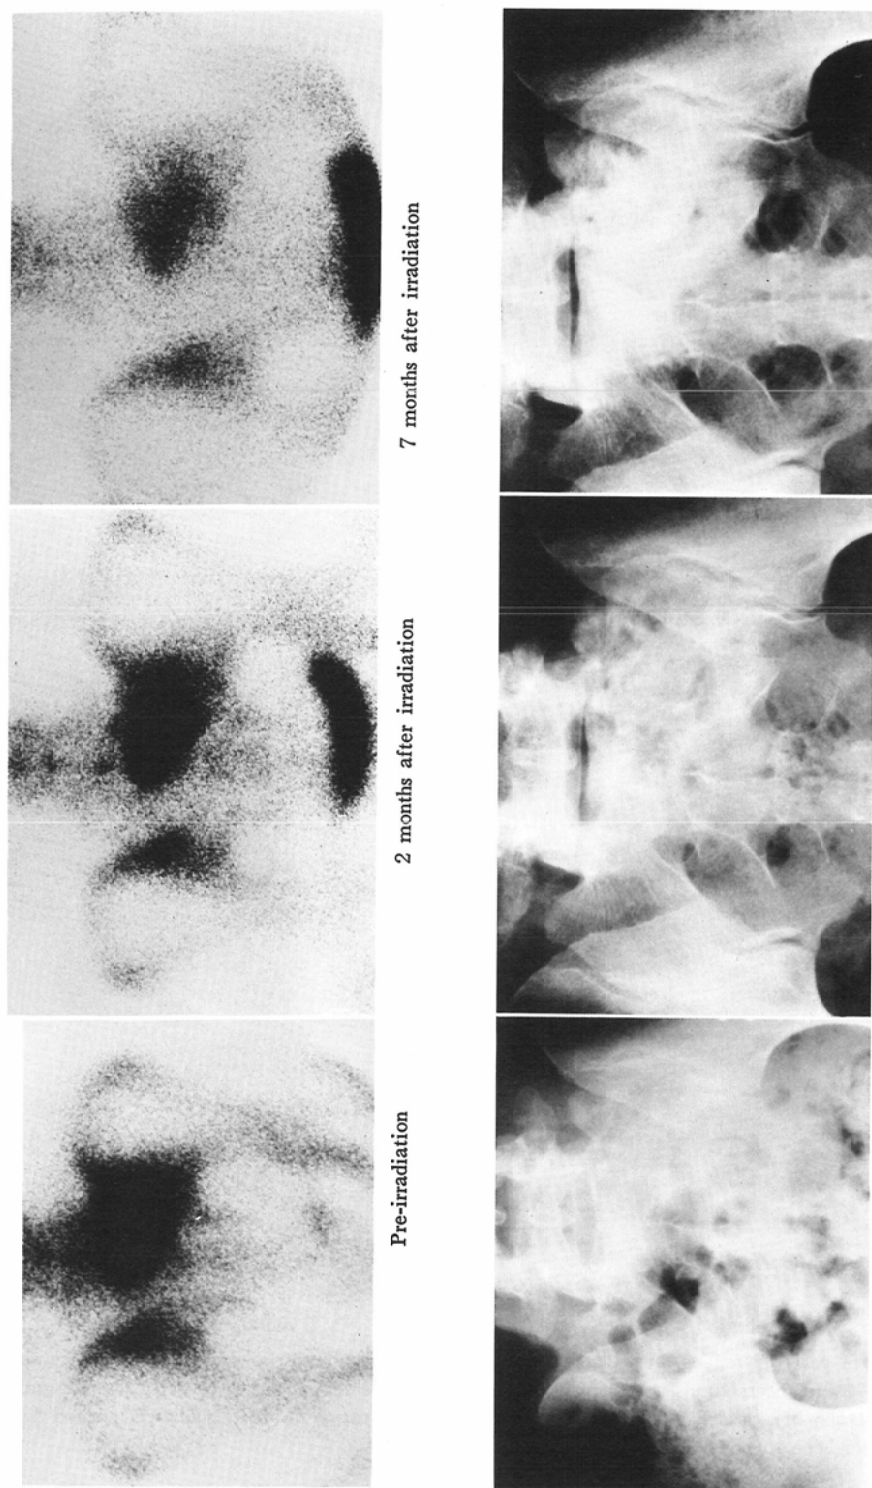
A 32 year old female, with sacral metastasis from lung cancer. She had complained of lumbago, but it completely disappeared after she received 50Gy to the metastasis. In the bone scans, abnormal accumulation of sacrum gradually decreased after radiotherapy. Remarkable calcification in the irradiated portion was showed in the bone roentgenogram 7 months after irradiation.
